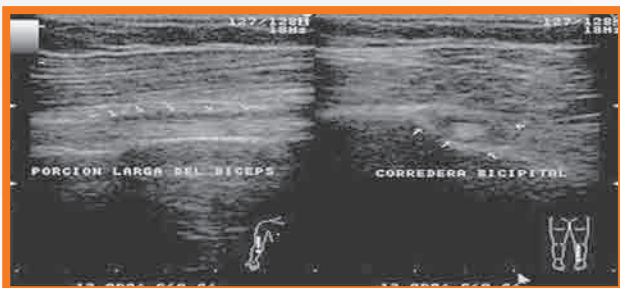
En este sonograma en corte longitudinal (primero) y transversal (segundo) se demuestra la porción larga del bíceps y la corredera bicipital, mostrando líquido sinovial en su interior.
